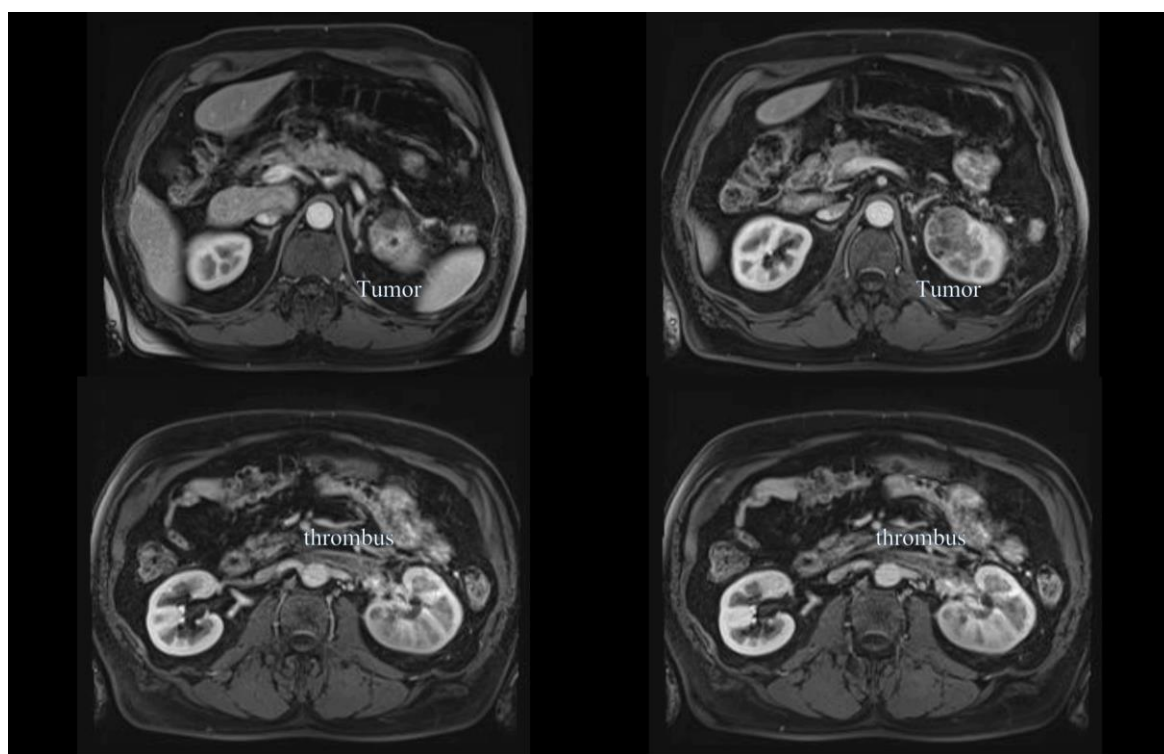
Пациент *В.* Сканы магнитно-резонансной томографии перед операцией
